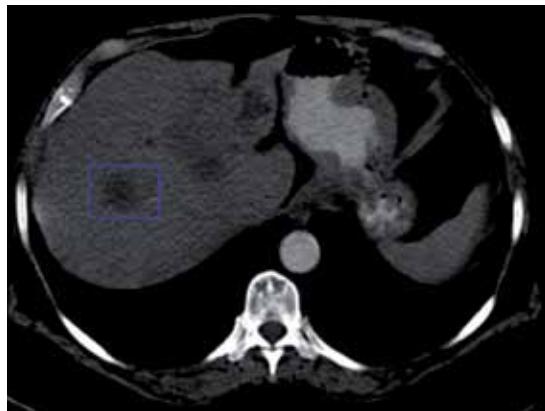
TAC de abdomen.
